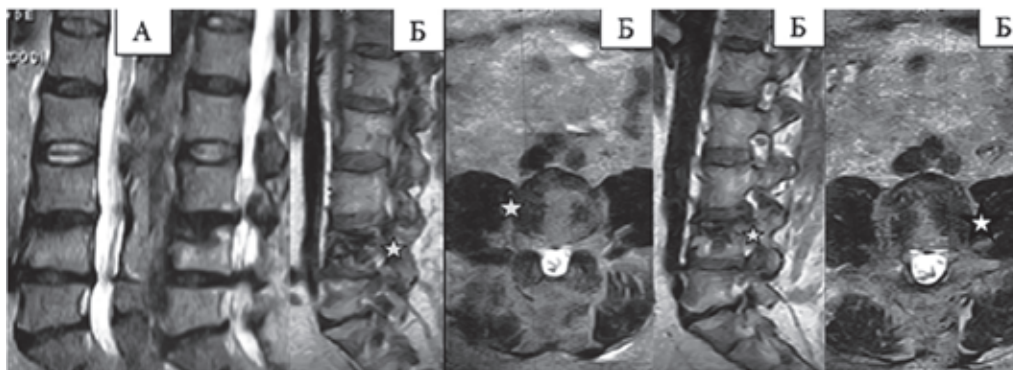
МРТ Т2ВИ в сагітальній площині (А – до вертебропластики) поясничного отдела позвоночника 52-летнего больного К. с остеопоротическим переломом тела L4 и минимальной его деформацией. Б – сагітальные и аксиальные Т2ВИ после вертебропластики – звездочками отмечены парасагітальные (справа и слева) участки уплотненной костной структуры в теле указанного позвонка
